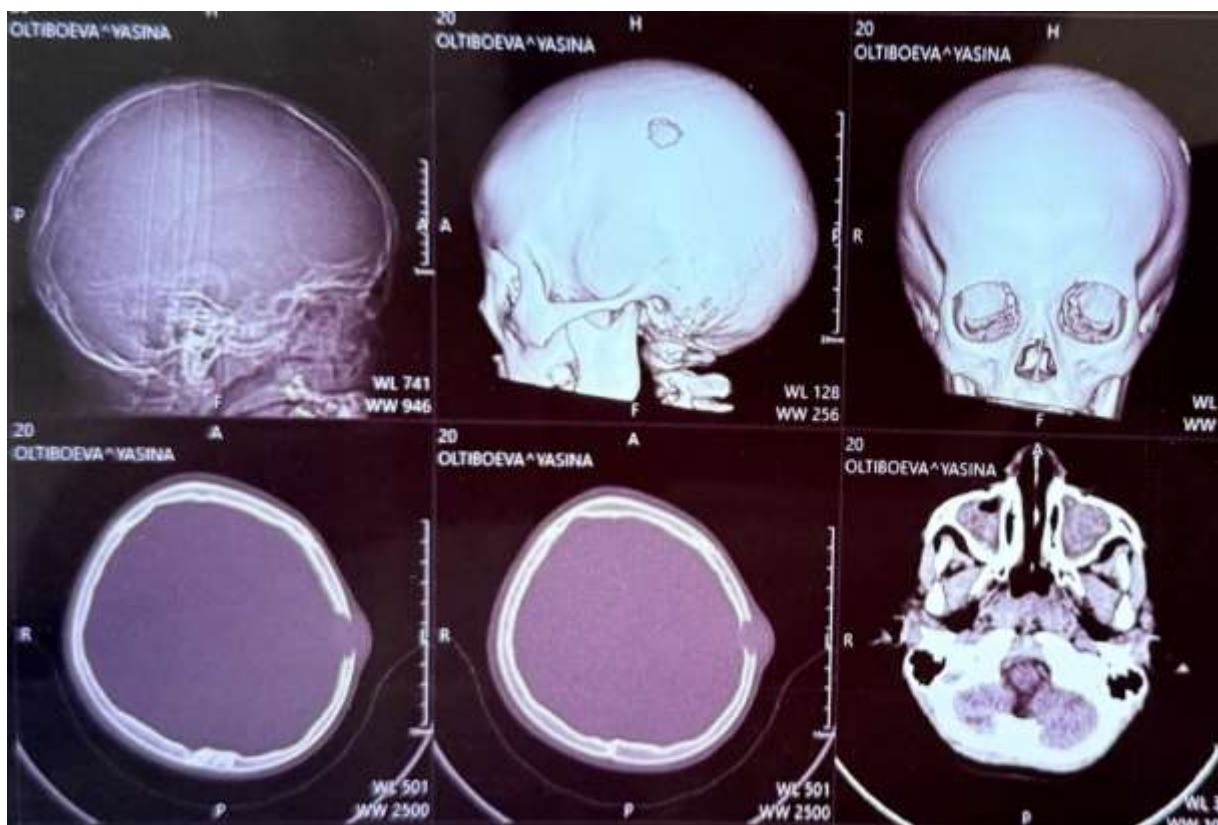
МСКТ-исследование пациента, с вдавленным переломом височной кости слева
